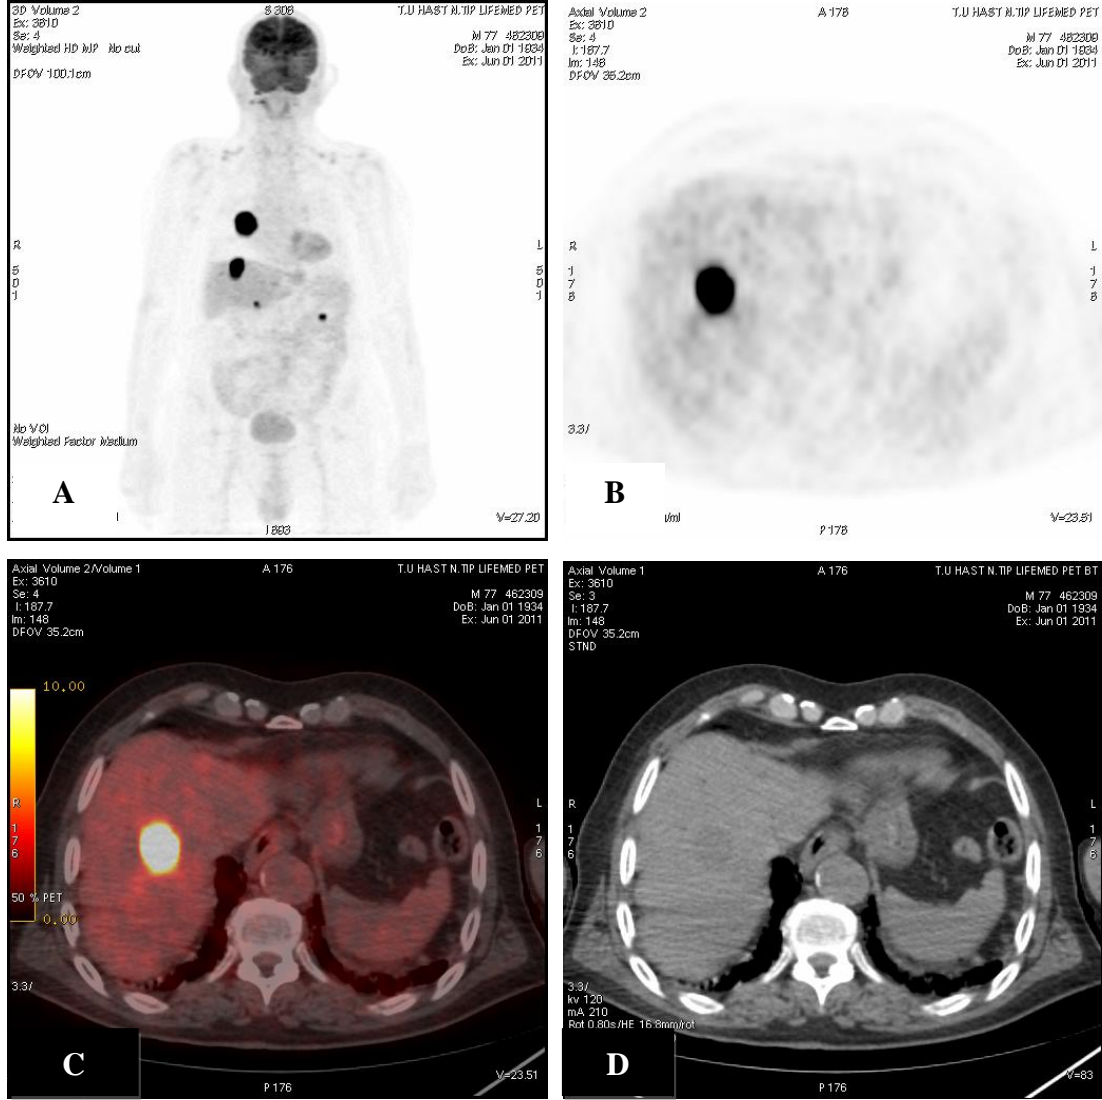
Küçük hücreli akciğer kanseri tanılı 83 yaşında erkek hastada multiple karaciğer metastazı: A-Tüm vücut pozitron emisyon tomografisi görüntüsü, B-Aksiyal pozitron emisyon tomografisi görüntüsü, C-Aksiyal pozitron emisyon tomografisi füzyon görüntüsü, D-Aksial bilgisayarlı tomografi görüntüsü.
